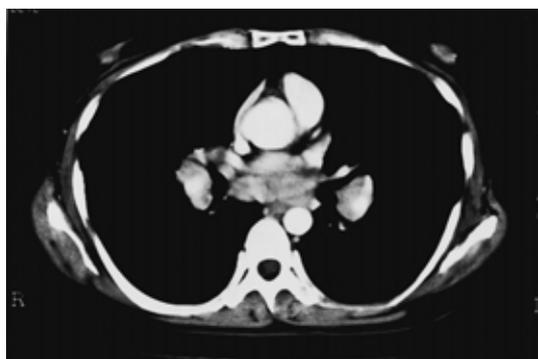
Chest CT scan showing multiple mediastinal and hilar lymphadenopathy.
